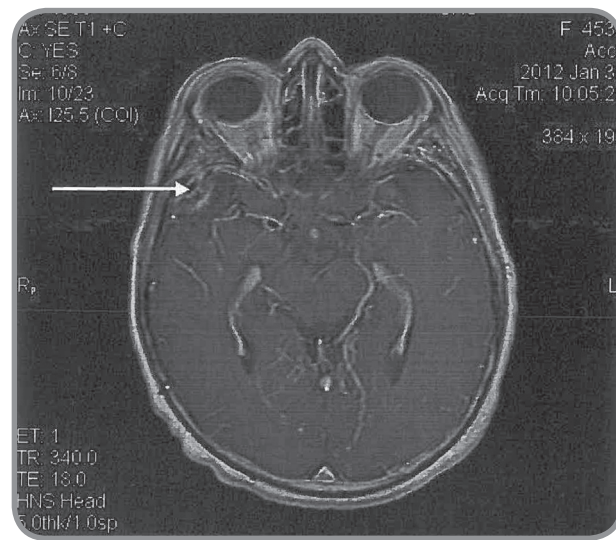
Больная Ч. МРТ головного мозга с контрастным усилением (через 1 год и 2 мес. после лечения). Аксиальный срез
